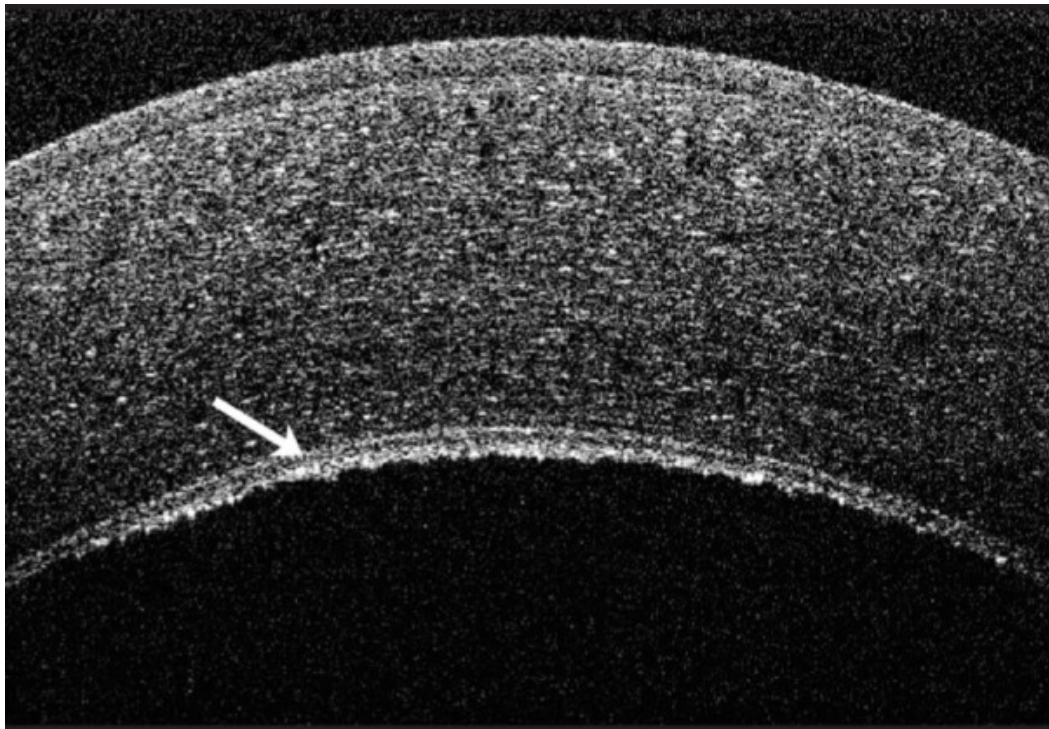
Optische Kohärenztomographie (OCT) einer Cornea guttata. Unregelmäßigkeit des Endothels mit Guttas (Pfeil) und Verdickung der Hornhaut (Modifiziert nach Bartłomiej J. Kaluzny, MD, PhD et. al.)
